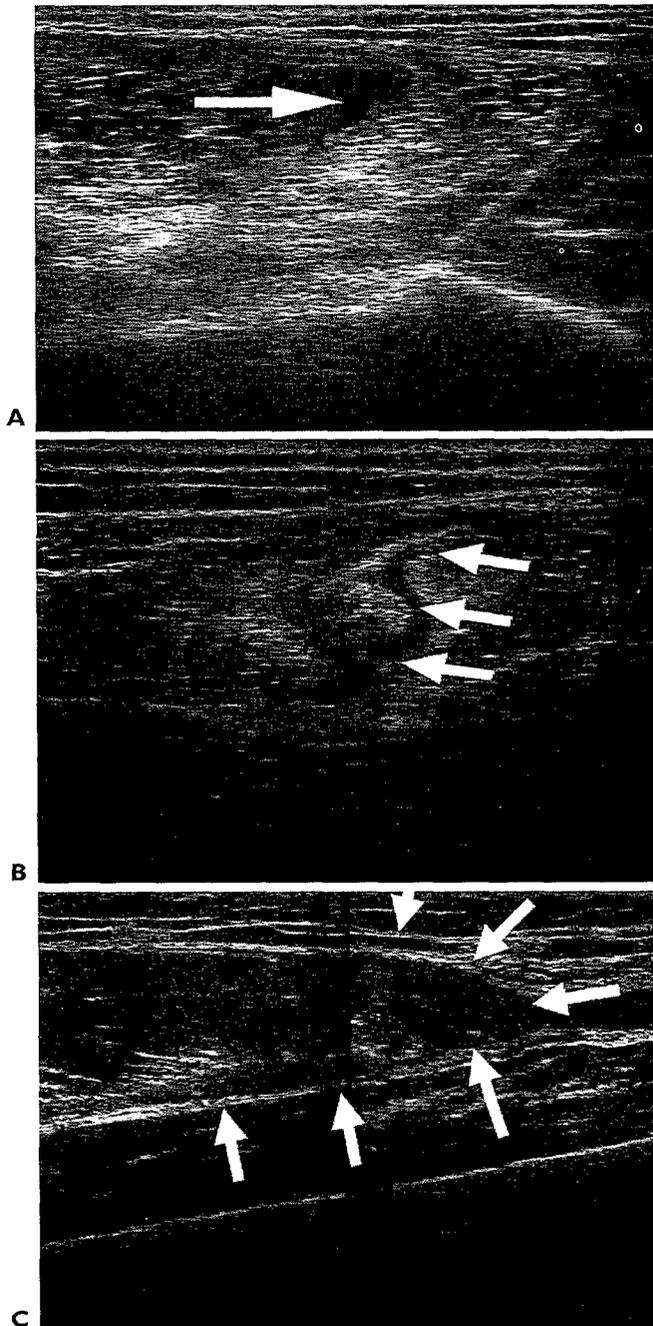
Figura II Ecografías de diferentes grados de lesión muscular:
